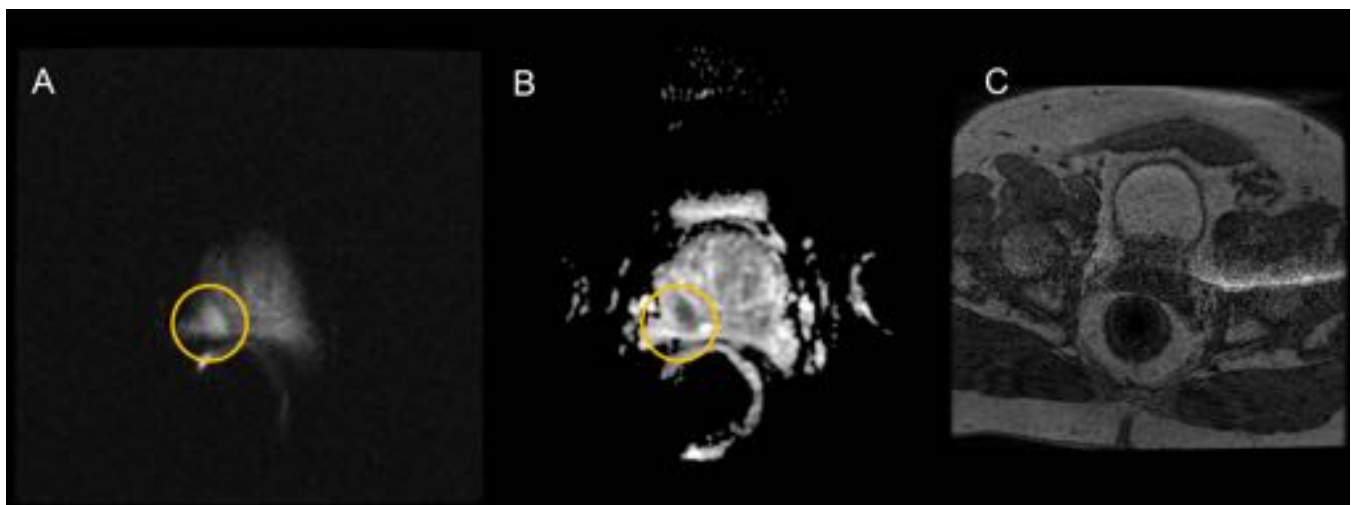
A. RM corte axial de secuencia de difusión. Paciente de 73 años en que se observa en la ZP derecha un área de hiperintensidad focal moderada. B. Corte axial de mapa de ADC. Se observa moderada hipointensidad focal. C. No se objetiva una captación sospechosa de contraste. Orientación diagnóstica: PIRADS 3.
